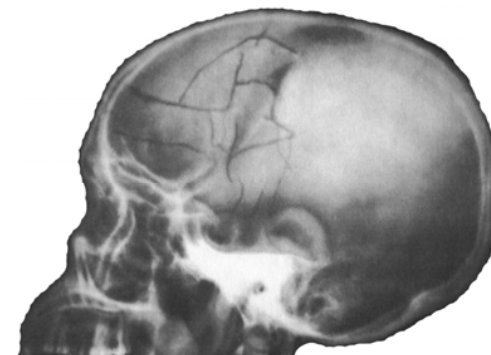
Рентгенограма перелому кісток черепа
